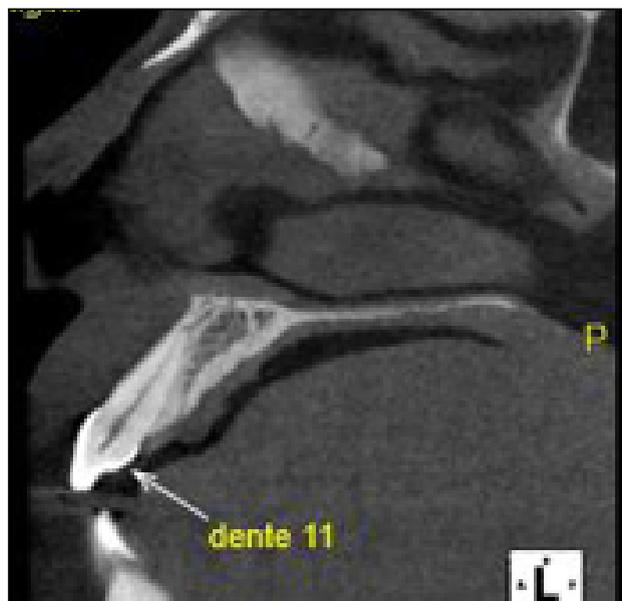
Tomografia computadorizada do palato.
